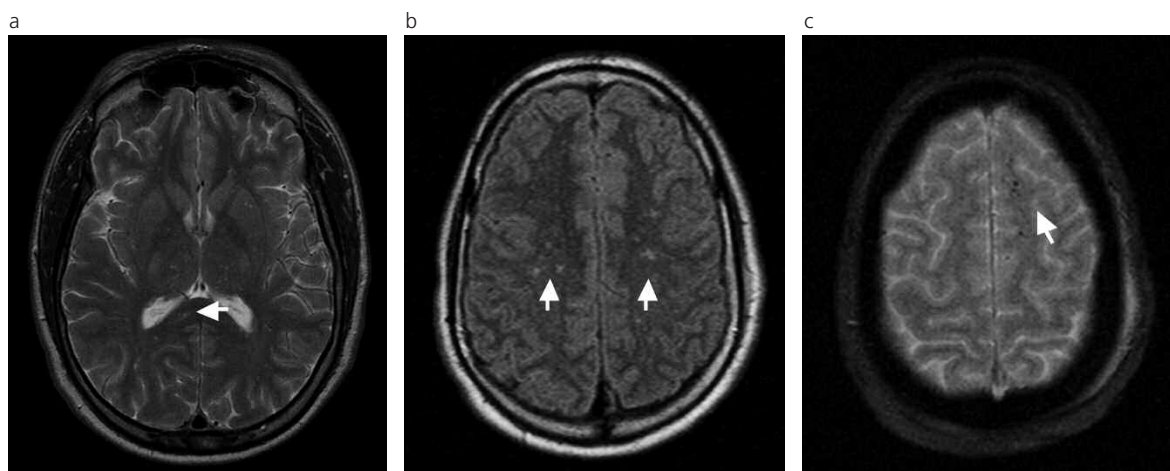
(a) y (b) RM secuencias FSE T2 y FLAIR que muestran la distribución de pequeñas lesiones predominando en la sustancia blanca profunda (con afectación del esplenio del cuerpo calloso y sustancia blanca periventricular), sin evidenciarse compromiso cortical (flechas). (c) Presencia de microhemorragias subcorticales en la secuencia GRE T2.
